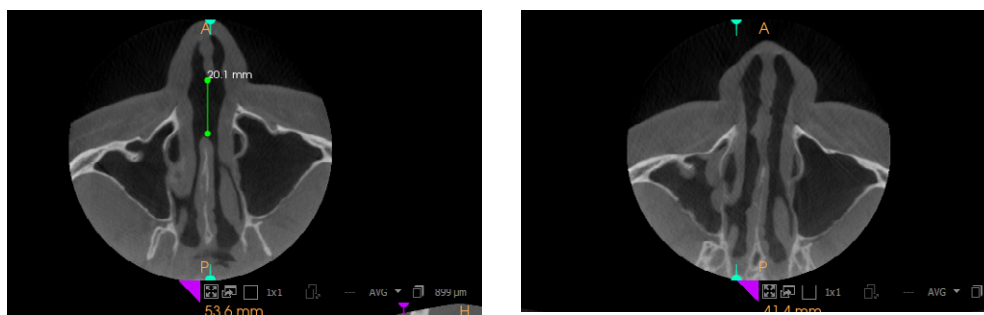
МСКТ пациента с перфорацией перегородки носа до и после операции (аксиальная проекция)
